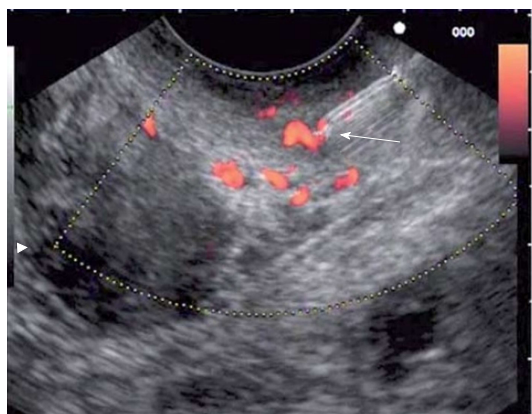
在超声内镜引导下穿刺, 针尖(箭头所示)正对黏膜下层的动脉血管. 引自参考文献[35].
